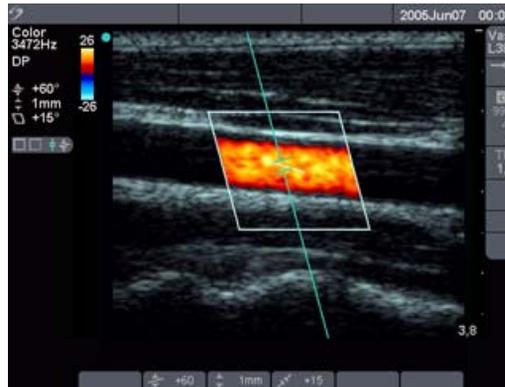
Imagen Doppler con línea D y cuadro de ROI
